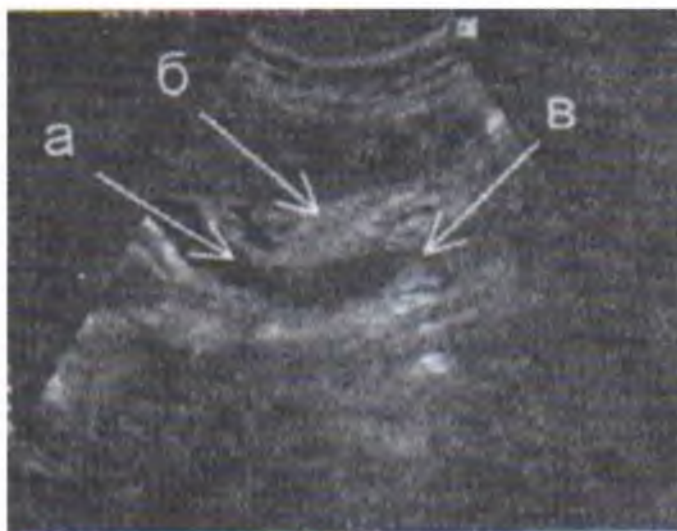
УЗИ. Рестеноз БС ДПК. а) расширенный желчный проток, б) головка поджелудочной железы, в) конусовидное сужение дистального отдела общего желчного протока
